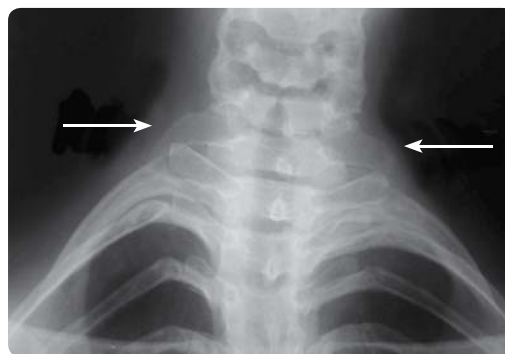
Рентгенограма хворого з шийними ребрами
